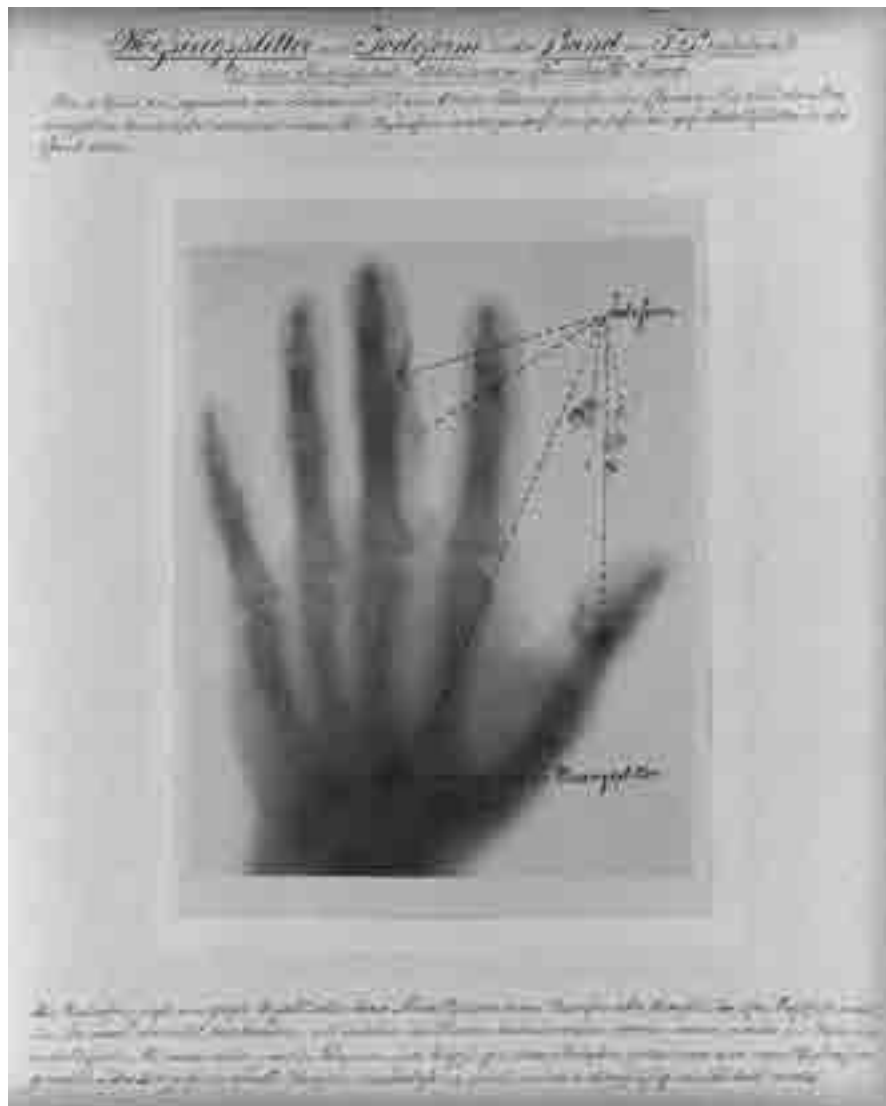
Radiographie von Aimé Forster: Soldatenhand mit Metallsplintern und Jodoform (1896).
